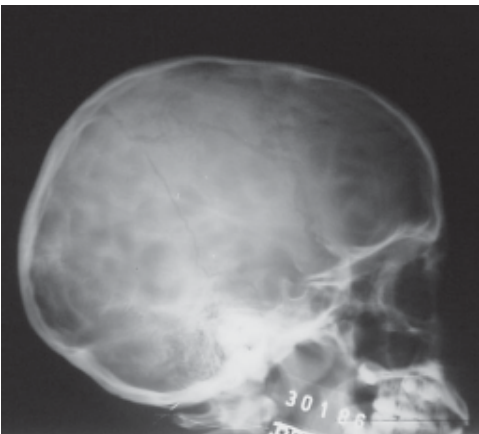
Radiografía de cráneo en vista lateral. Adulto joven con un traumatismo craneal. Fractura lineal extensa en la región temporo-parietal que se acompaña de signos de HEC, aumento de las impresiones digitiformes, osteoporosis del dorso de la silla turca y diastasis de la sutura occipital. ID fractura lineal de cráneo con signo de HEC.
